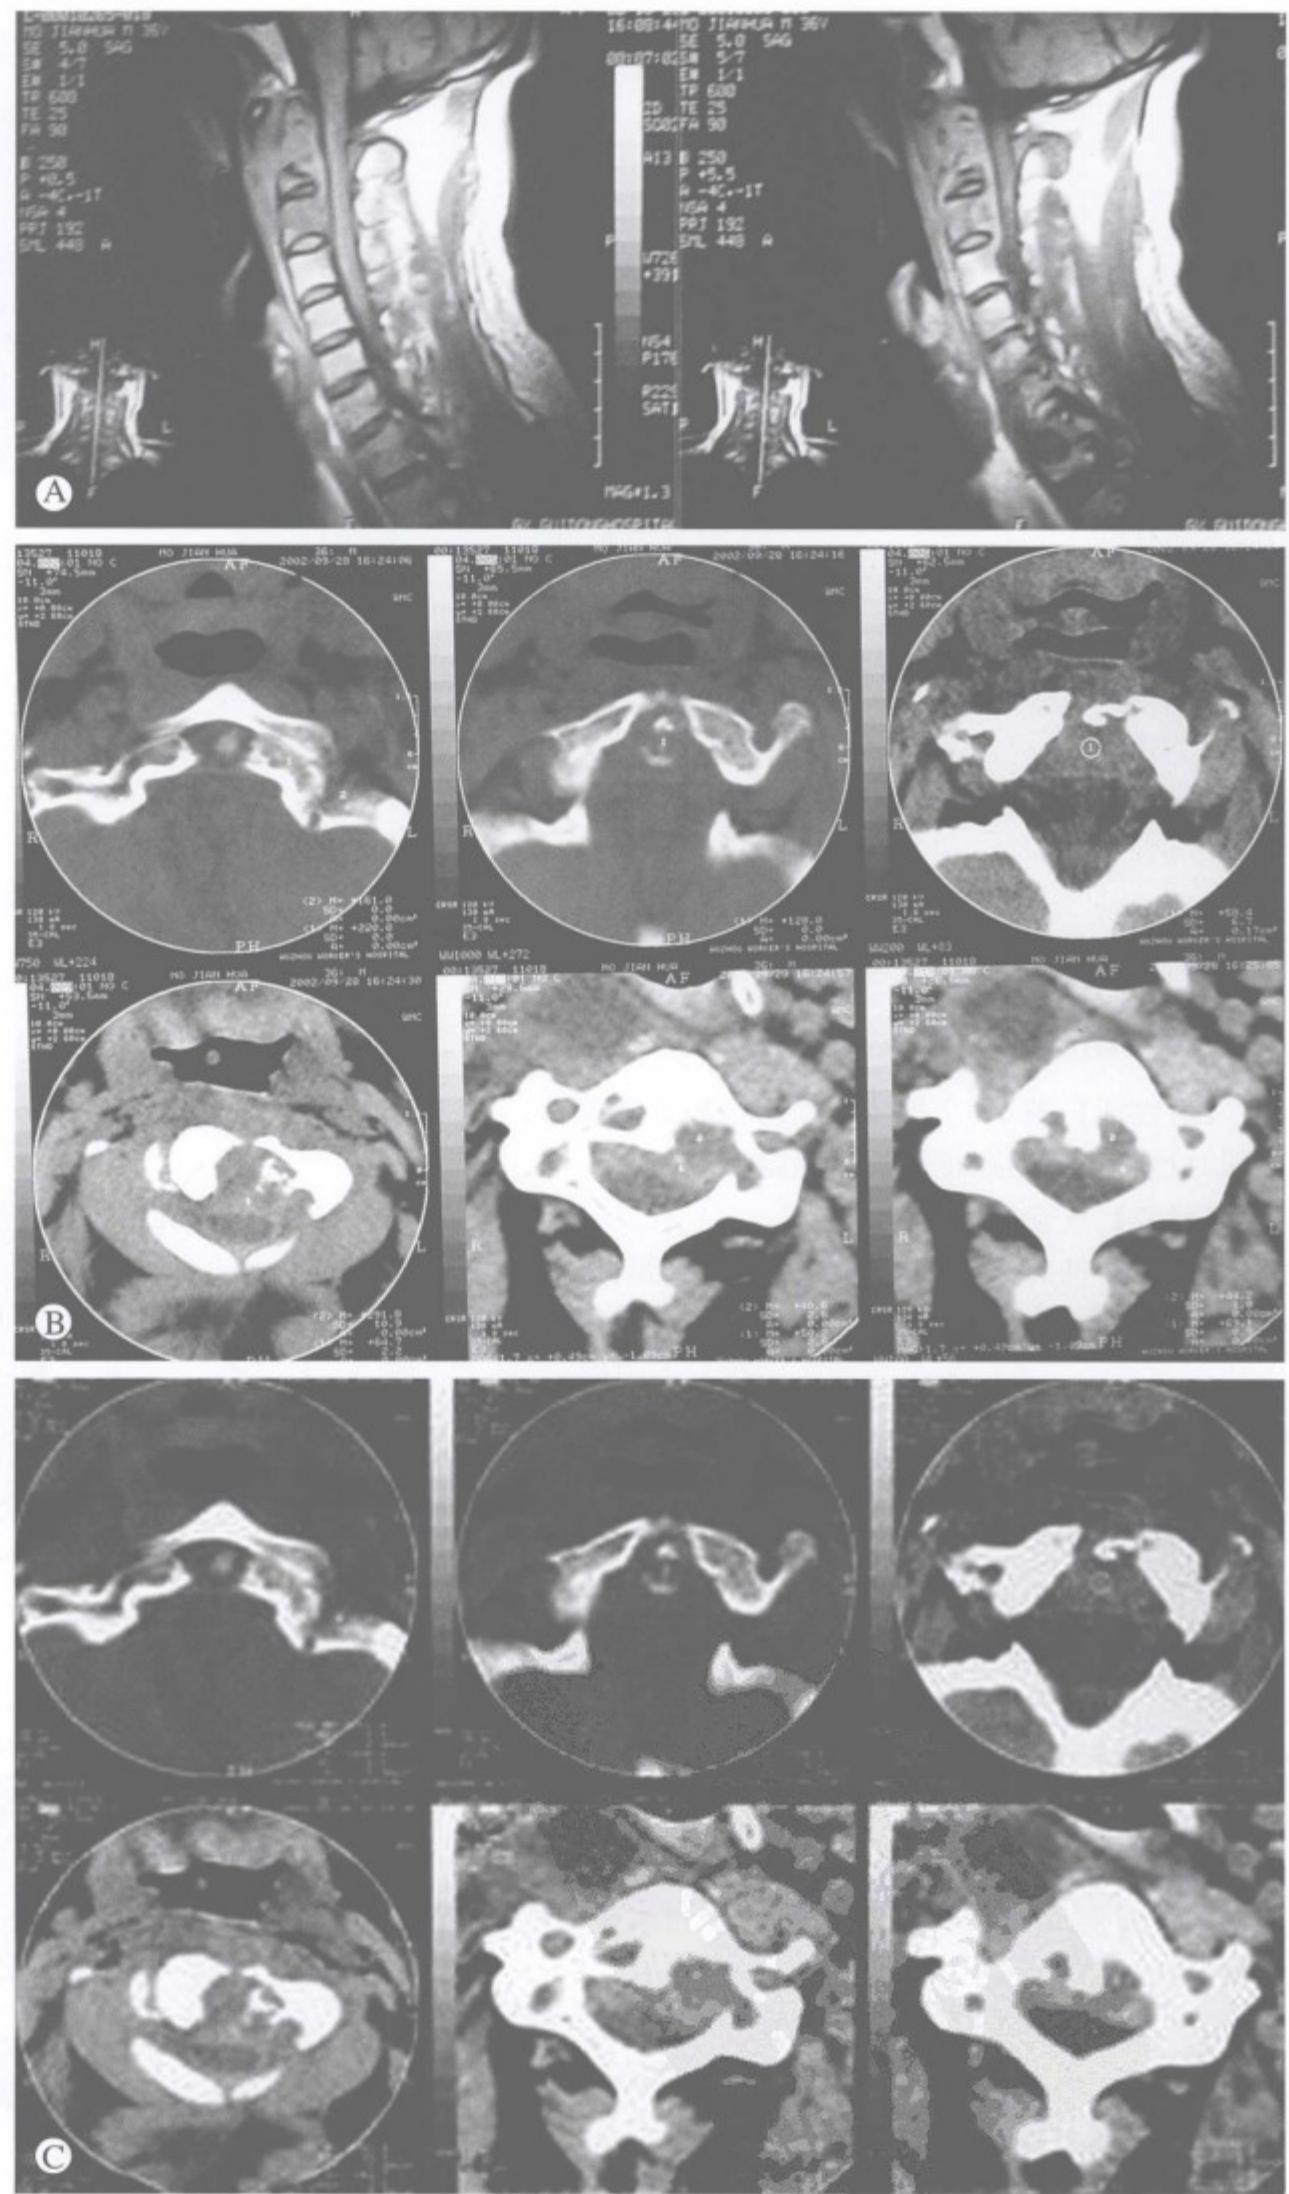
术前 MRI 及 CT 显示枢椎椎体结核
